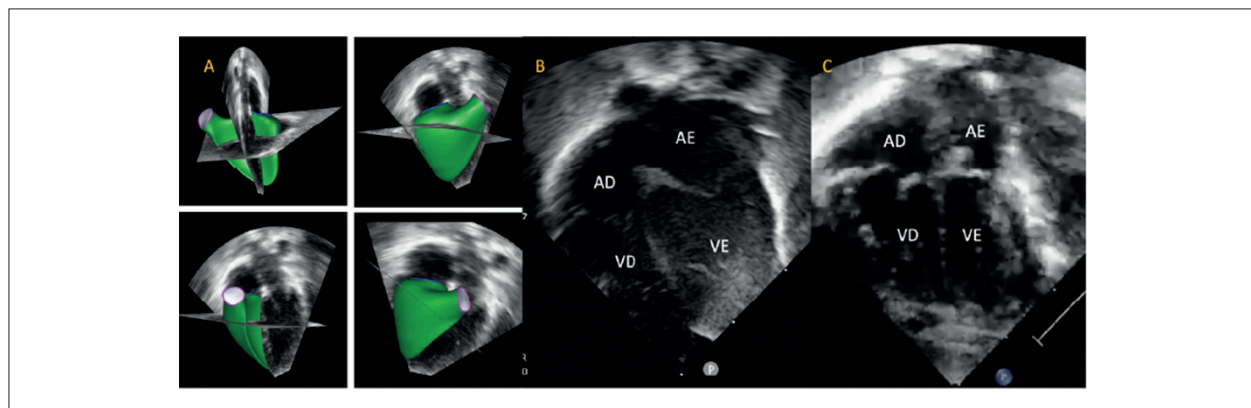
Ecocardiograma tridimensional do ventrículo direito, visto por diferentes ângulos, evidenciando a complexidade da sua morfologia (A). Ecocardiograma bidimensional mostrando plano apical 4 câmaras normal do RNPT sem hipertensão pulmonar com proporções normais de dimensões de VE e VD (B) e de RNPT com hipertensão pulmonar mostrando dilatação das câmaras direitas (C). AD: Átrio direito; AE: Átrio esquerdo; VD: Ventrículo direito; VE: Ventrículo esquerdo; RNPT: Recém nascido prétermo.
